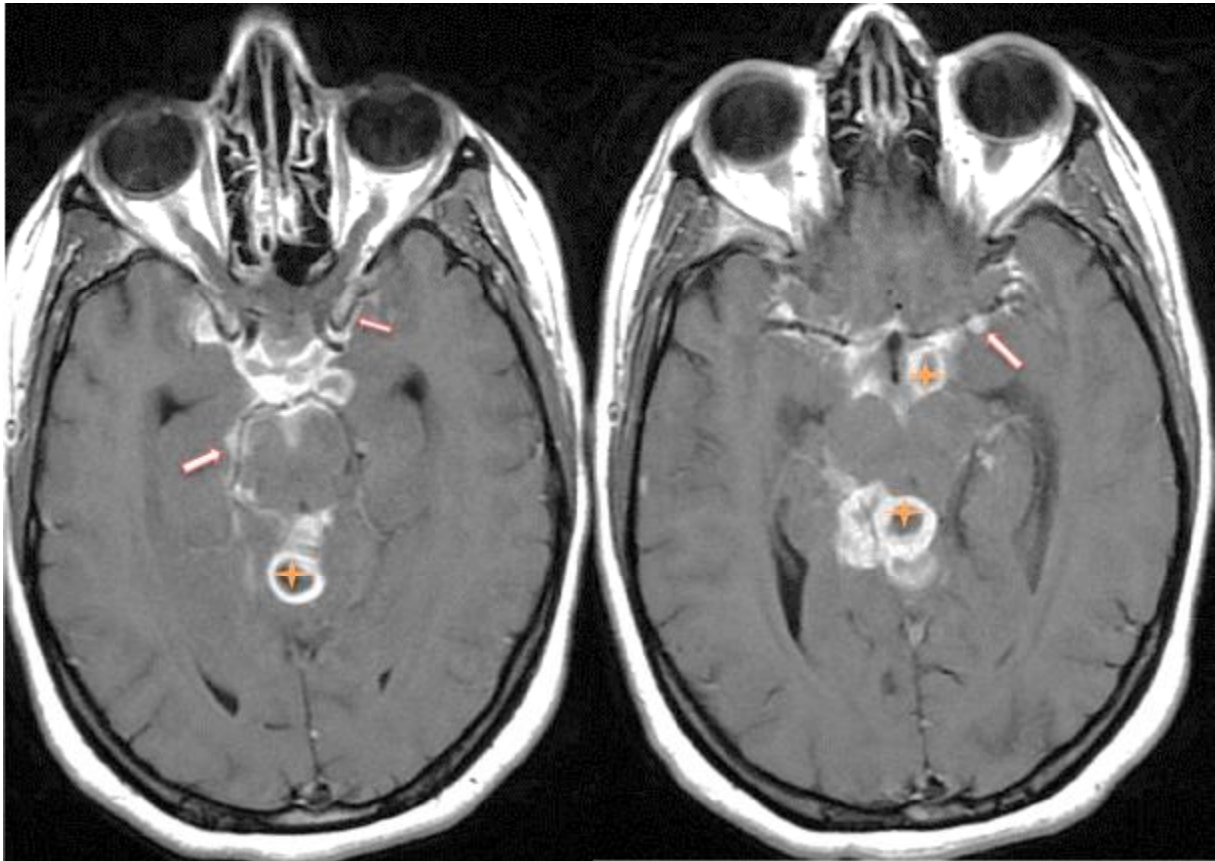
Patient de 30 ans admis aux urgences pour syndrome méningé et lourdeur des membres inférieurs : IRM cérébrale en coupes axiales T1 après injection du gadolinium montrant un épaissement nodulaire et rehaussement méningé des citernes de la base (péri mésencéphalique, opto chiasmatique et des vallées sylviennes en bilatéral (flèches) associé à des tuberculomes (étoiles).
